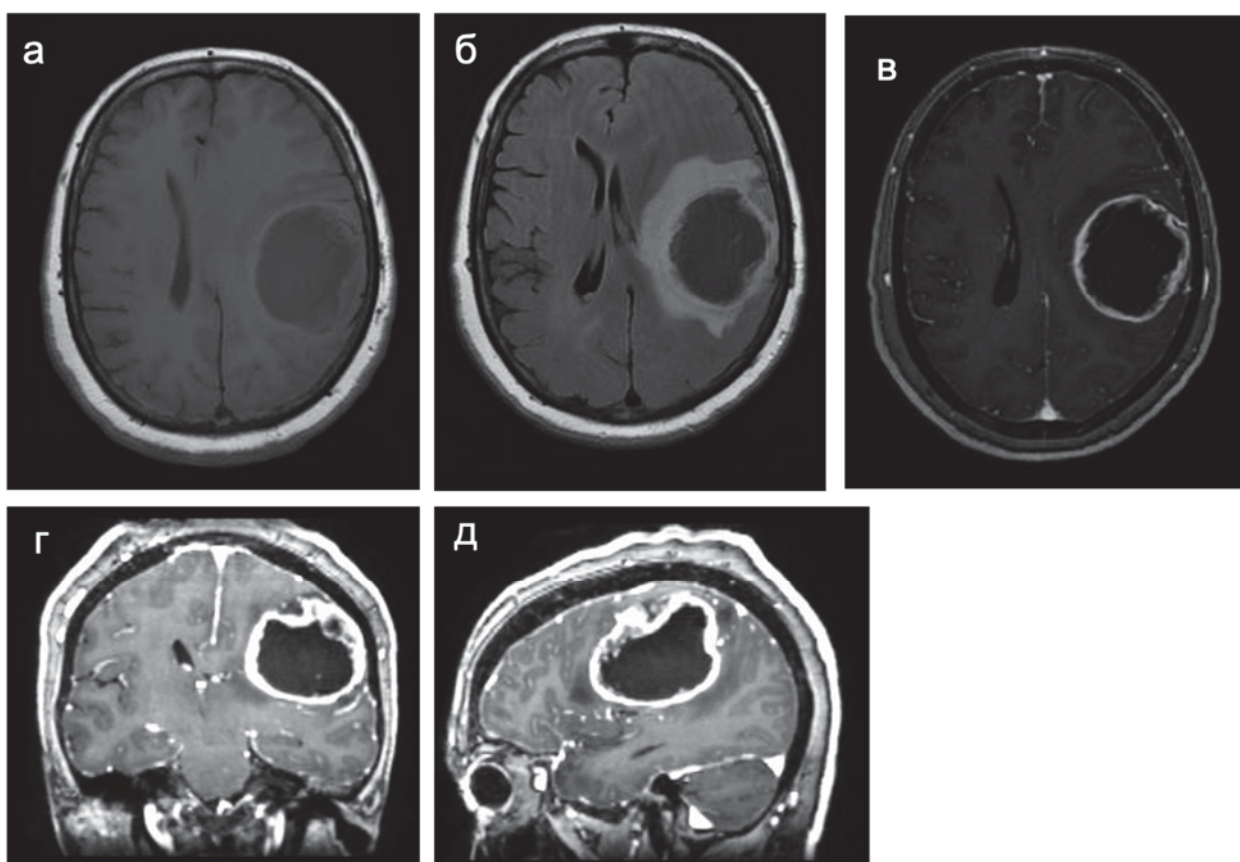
МРТ до операции. Внутримозговая опухоль левой теменной доли с выраженным перифокальным отеком и кольцевидным накоплением контрастного препарата:
